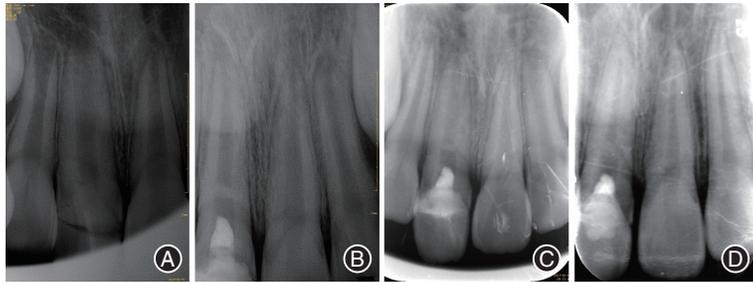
采用氢氧化钙作为盖髓剂行11牙髓切断术的术前及术后随访根尖X线片,显示未见异常 A:术前;B:术后6个月;C:术后12个月;D:术后88个月。
